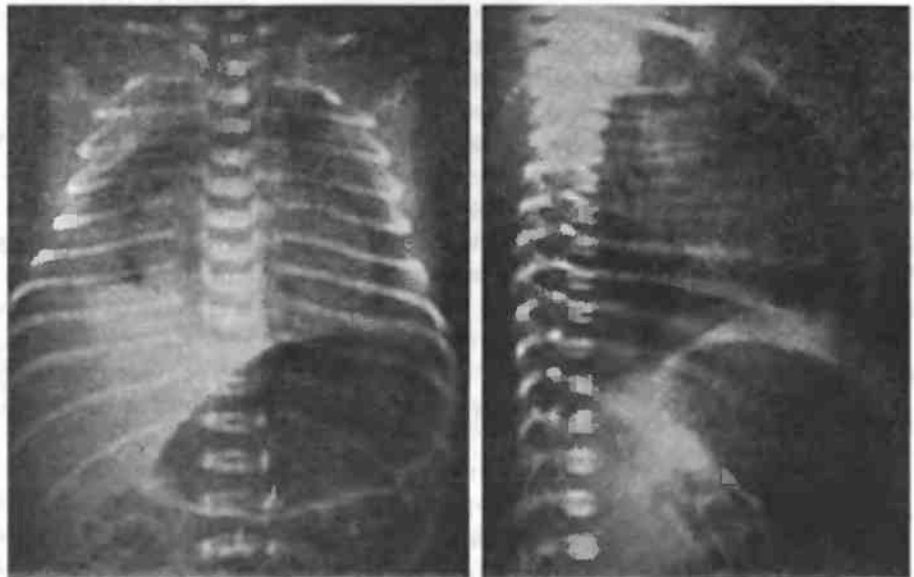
Рентгенограмма пневмомедиастинума у новорожденного. Сдавление легких на переднезадней рентгенограмме в прямой проекции, выбухание грудины — на рентгенограмме в боковой. И то и другое — следствие распирания средостения воздухом
